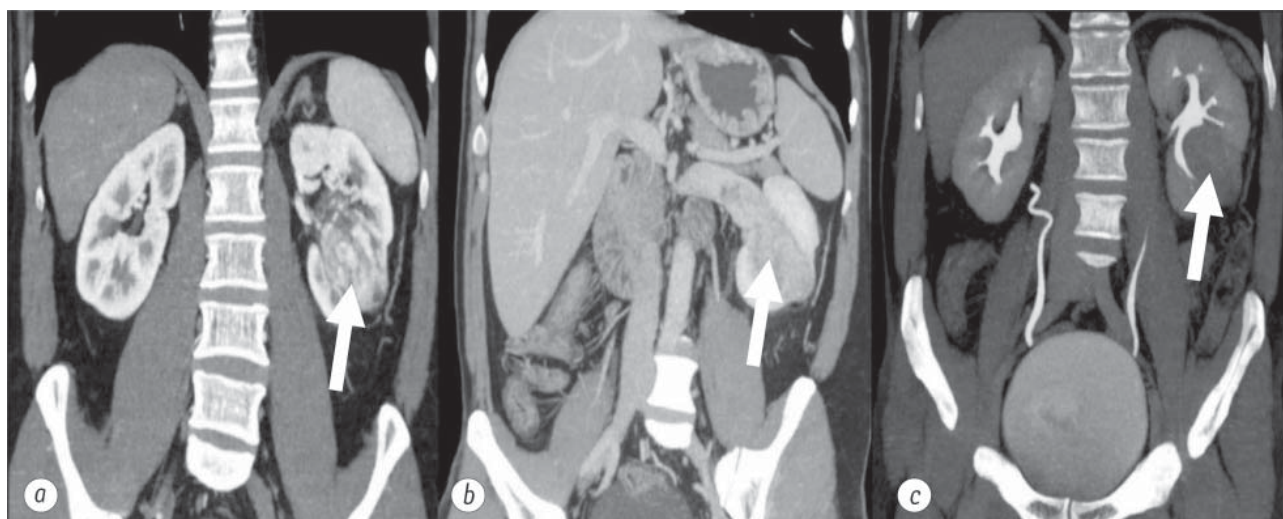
Комп'ютерна томографія з контрастуванням до операції: а) артеріальна фаза (стрілкою вказана пухлина лівої нирки); б) венозна фаза (стрілкою вказана пухлина лівої нирки з пухлинним тромбом у нирковій вені); в) екскреторна фаза (стрілкою вказана пухлина лівої нирки, що деформує її порожнисту систему)
